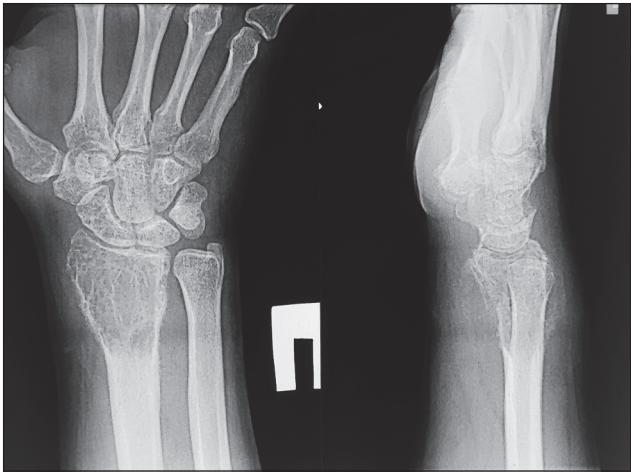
Фотовідбитки рентгенограми хворого С., ГКП дистального відділу правої променевої кістки
